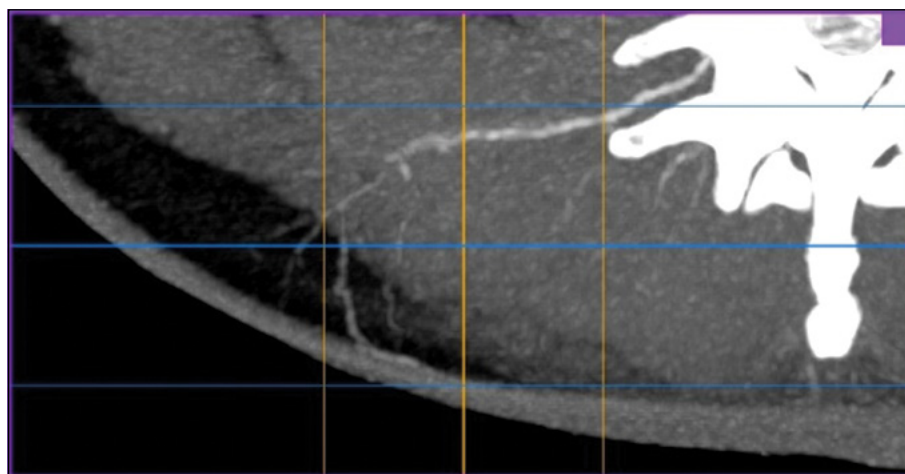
Снимок компьютерной томографии с ангиографией. Визуализируется перфорант люмбальной артерии, направление его оси, ветвление артерии в покровных тканях
